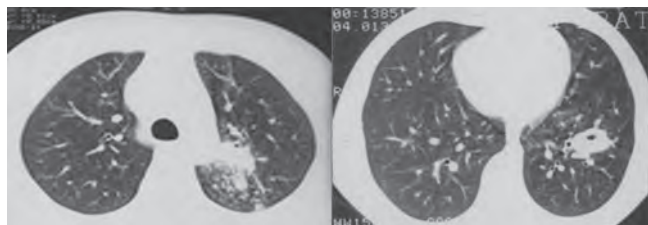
МСКТ грудной клетки при поступлении
